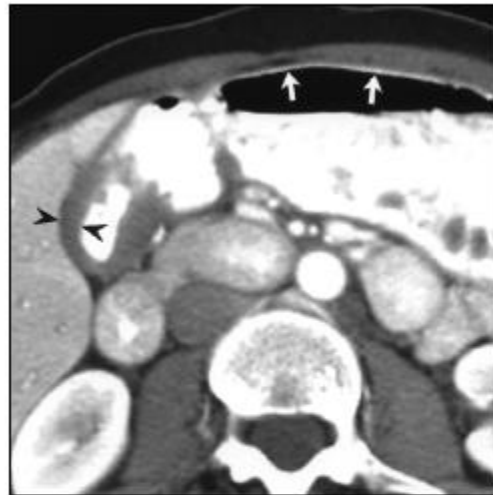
Contrast-enhanced axial multidetector CT image in 45-year-old woman without gastric disease shows prominent short-segment circumferential wall thickening (*arrowheads*) of distal gastric antrum. Note thin-walled gastric body (*arrows*).
